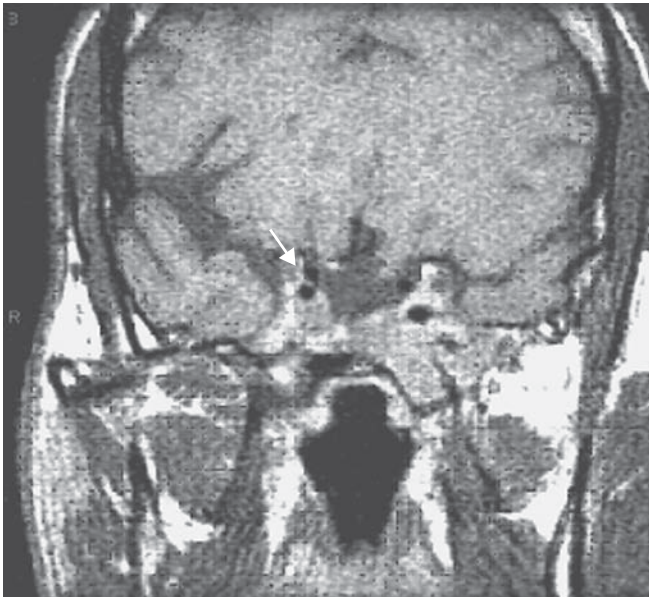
Macroadenoma infiltrante. Estudio de imágenes por resonancia magnética (IRM) que muestra la presencia de un macroadenoma infiltrante de los senos cavernosos (flecha) en un paciente con hipopituitarismo y acromegalia.
